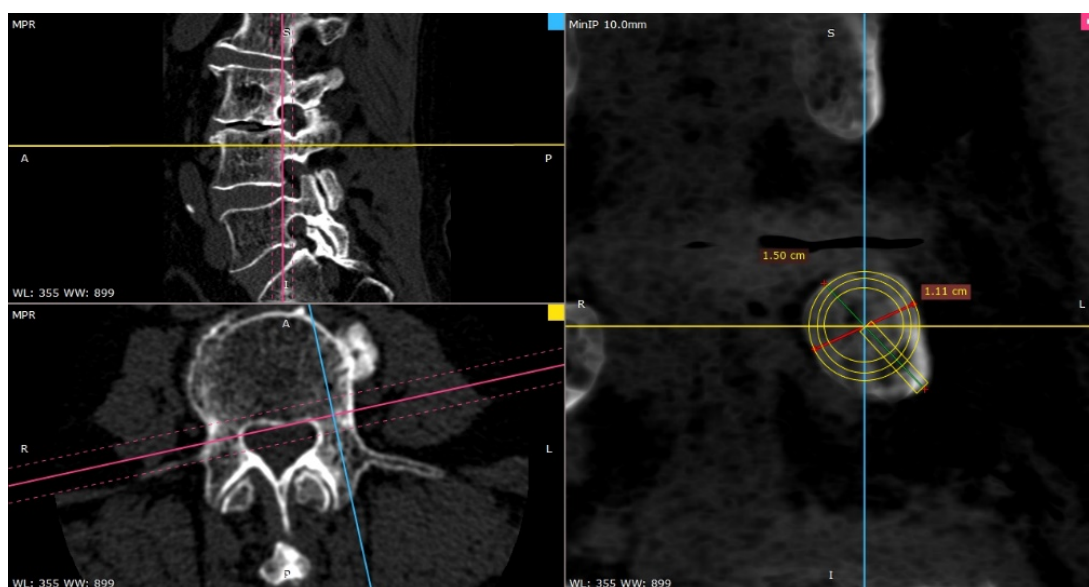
Предоперационное планирование (по данным 3D MPR МСКТ) остеотомии левой ножки L4 позвонка: минимальный диаметр ножки больше 11 мм, следовательно, потребуется 9,5-миллиметровый имплантат и большая костная пила. В ходе циркулярного этапа остеотомии первоначально будет пересечён кортикальной слой проксимального наружного и внутренних квадрантов с максимальным выдвиганием лезвия пилы на 6 мм, в ходе секторального этапа остеотомии – дистального наружного квадранта с максимальным выдвиганием лезвия на 9 мм
